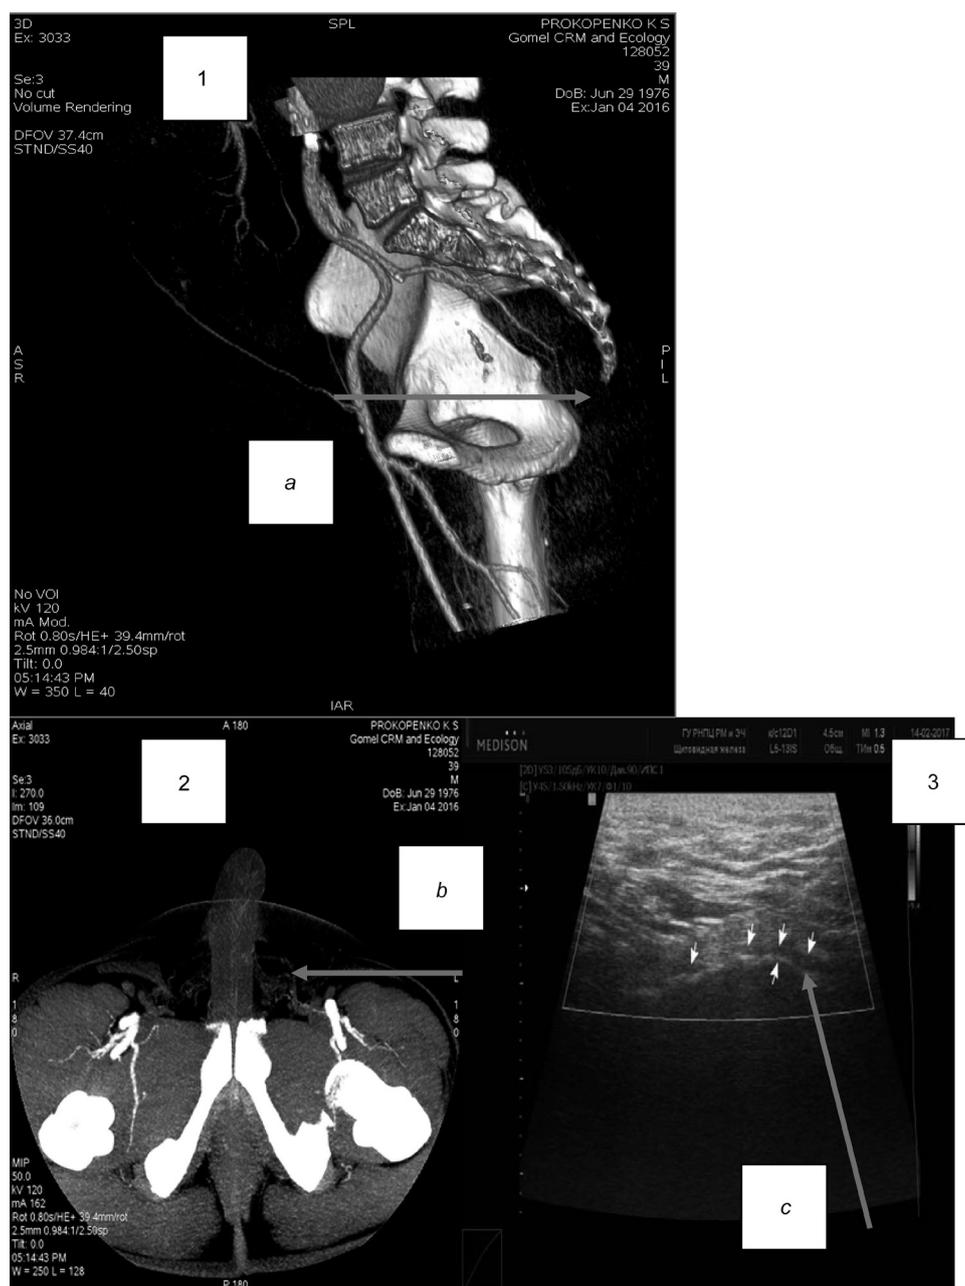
Динамическая компьютерная контрастная ангиография ВПА (Volume rendering (изображение 1) и 3D mip (изображение 2)) (a – тазовый отдел, окклюзия на уровне *spina ischiadica* справа; b – отсутствие визуализации тыльных артерий полового члена) и эхограмма ВПА (изображение 3) при трансперинеальном УЗИ у мужчины с эректильной дисфункцией с признаками дистального стенозо-окклюзионного поражения и отсутствием кровотока в артерии (c)
